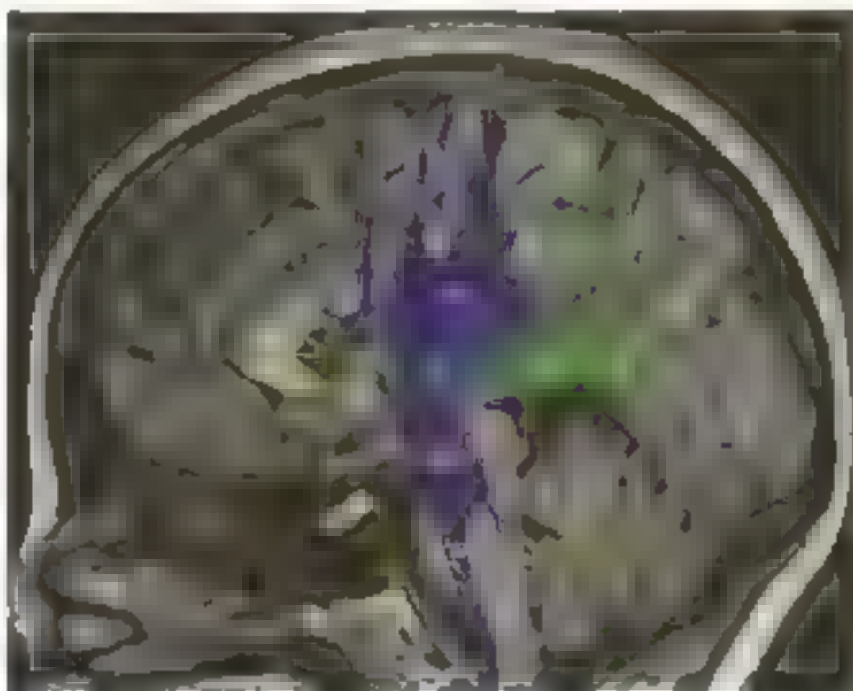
Tomografia da hipófise em vista superior, com cores destacando estruturas anatômicas: a hipófise interna (CI) em verde, a base da hipófise (BPI) em amarelo, a base da ponte (BP) em azul e a glândula pituitária (BP) em vermelho (Cortezia Dr. Marco Antônio Rodacki)
